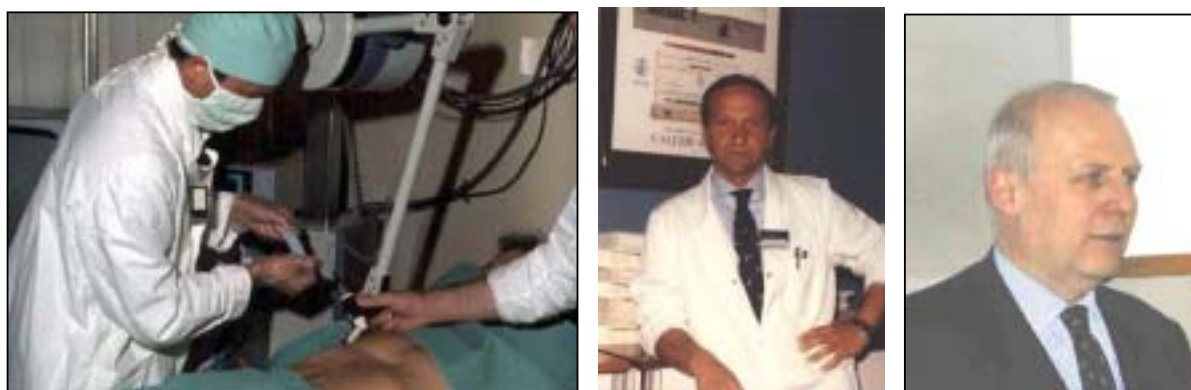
a, b. a) Prima biopsia ecoguidata del fegato, eseguita nel marzo del 1977, presso il Servizio di Ecografia della I Clinica Medica del Prof G. Labò: il Dott. Vincenzo Arienti esegue la manovra sotto la guida ecografica diretta dal Dott. Luigi Bolondi che dirige il fascio ultrasonico mediante uno dei primi ecografi compound manuali; b) Arienti e Bolondi in foto del 1977.
